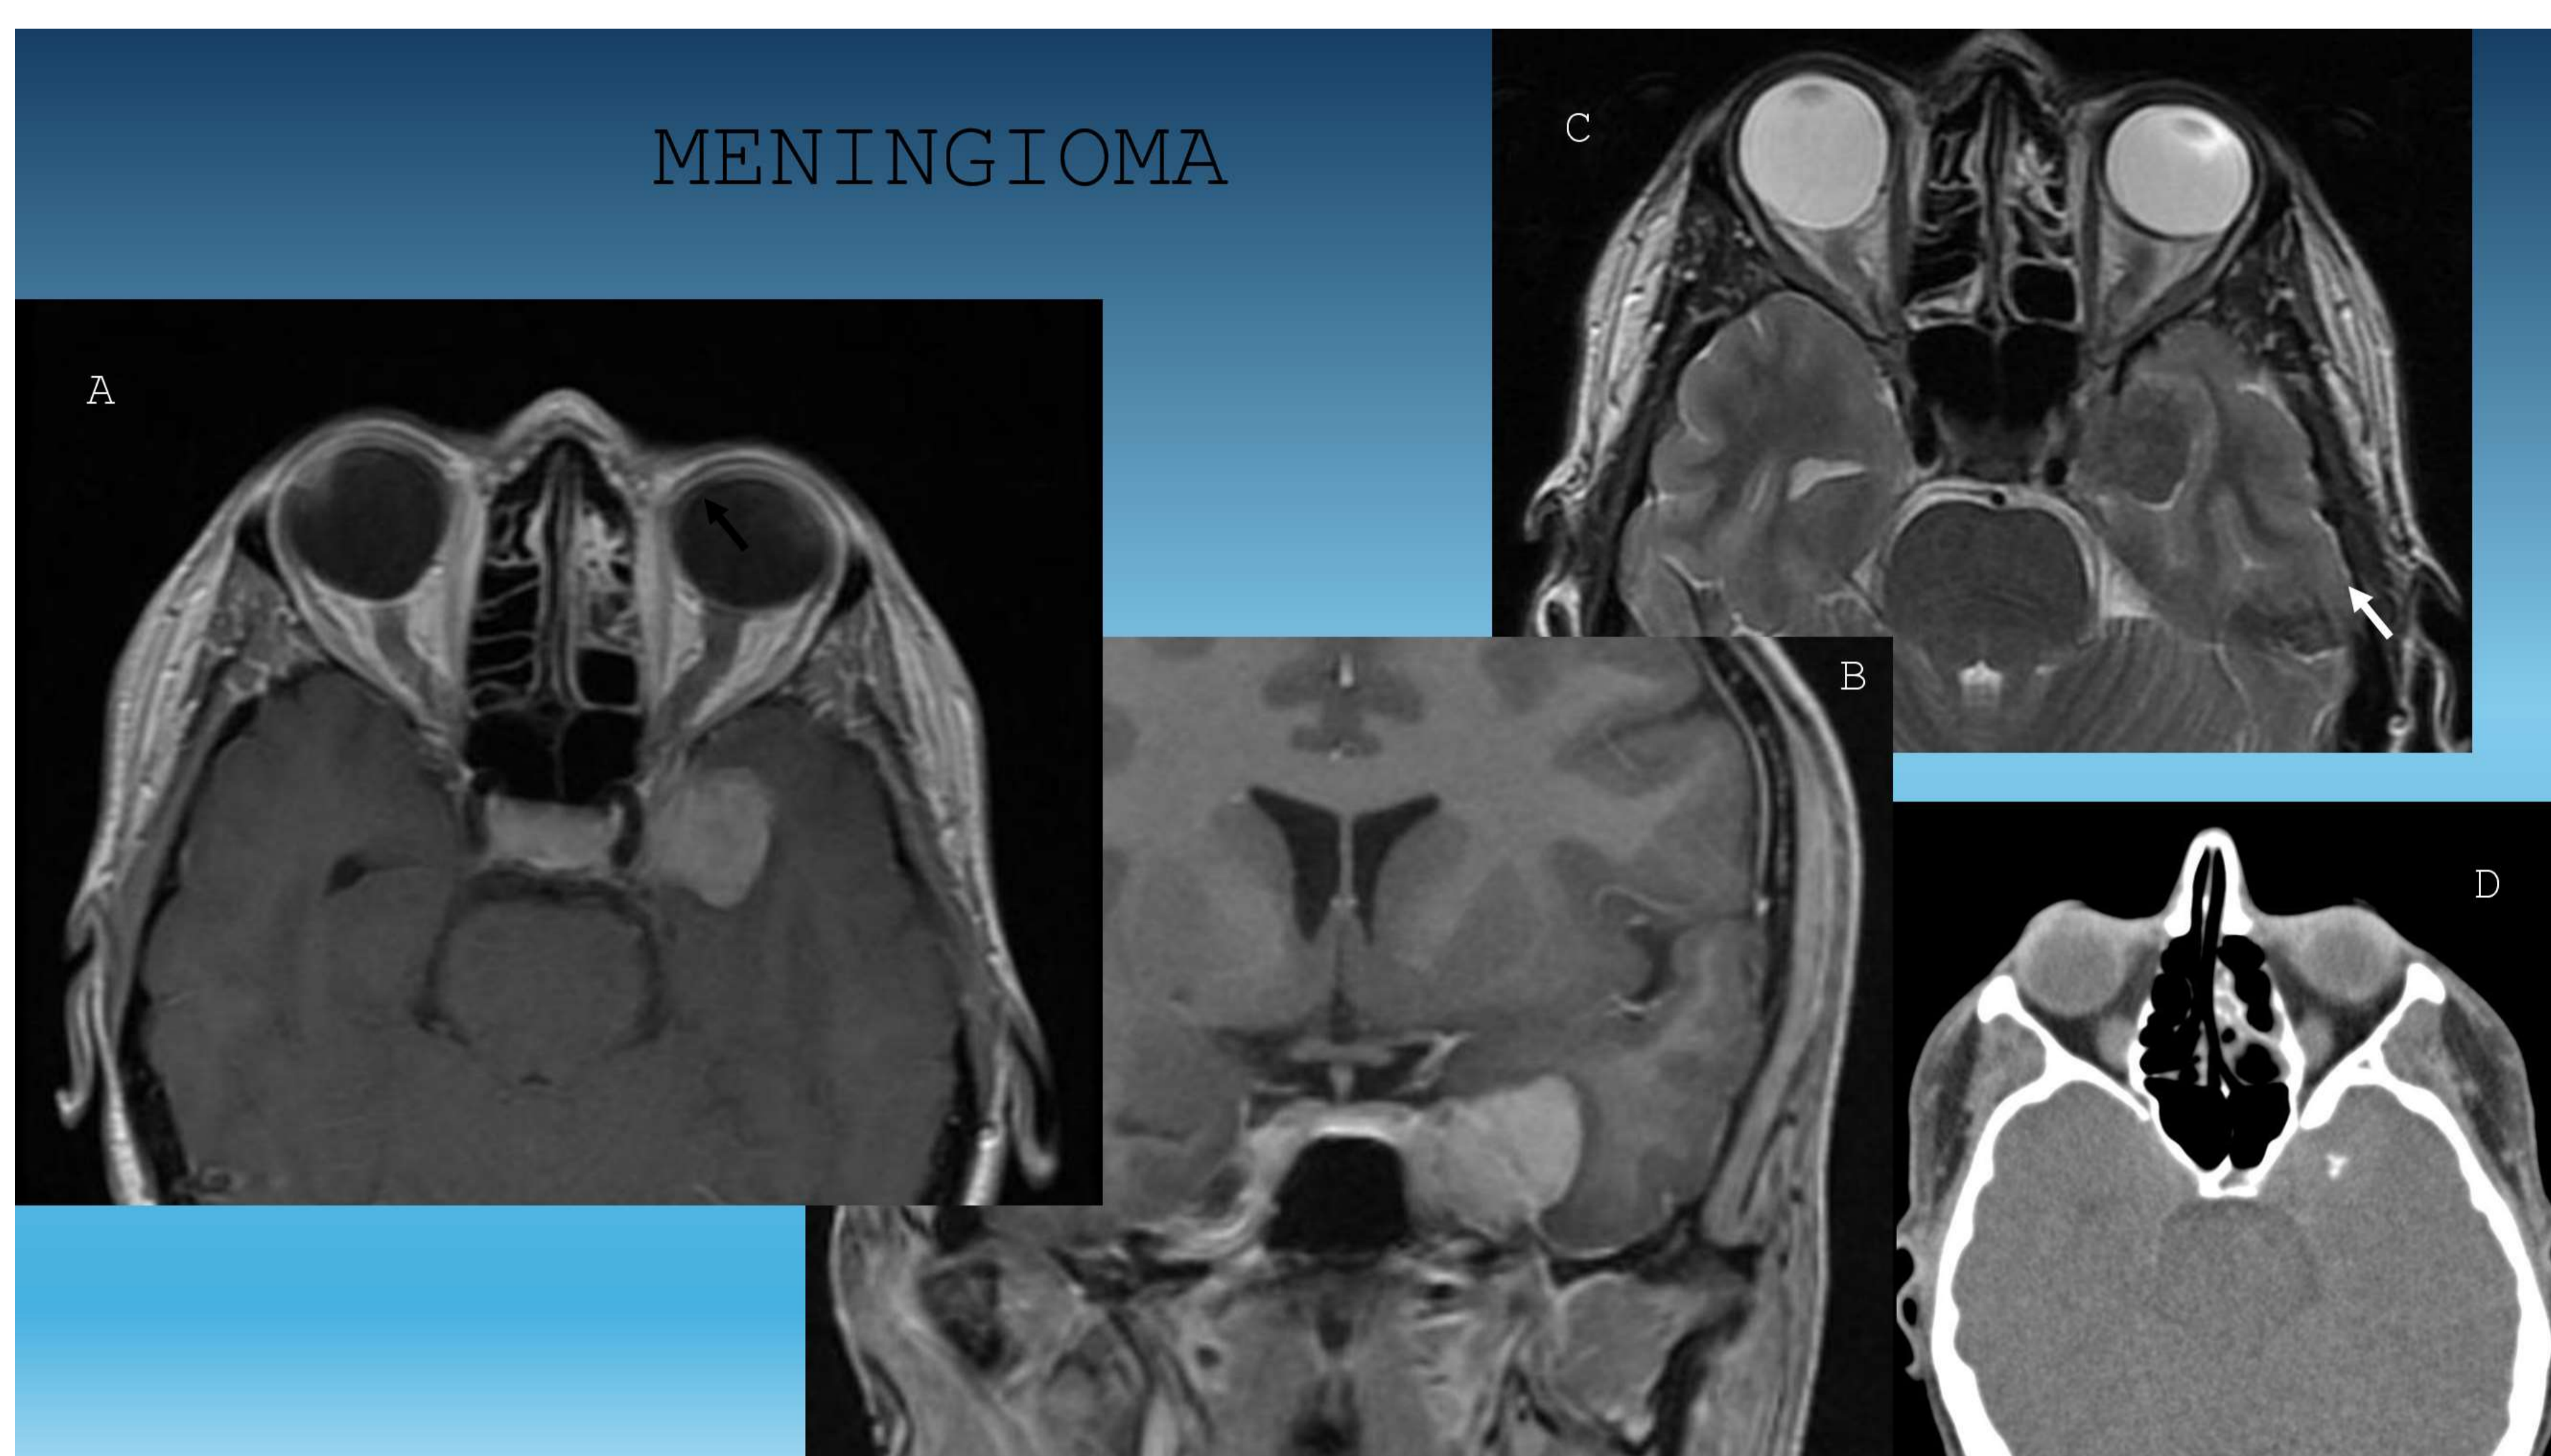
Lesión de SC izquierdo con extensión lateral que muestra intenso realce (A,B) y pequeña calcificación en TAC (D). Lesión de semiología extraaxial con LCR entre la lesión y la corteza cerebral visible en T2 (C).
